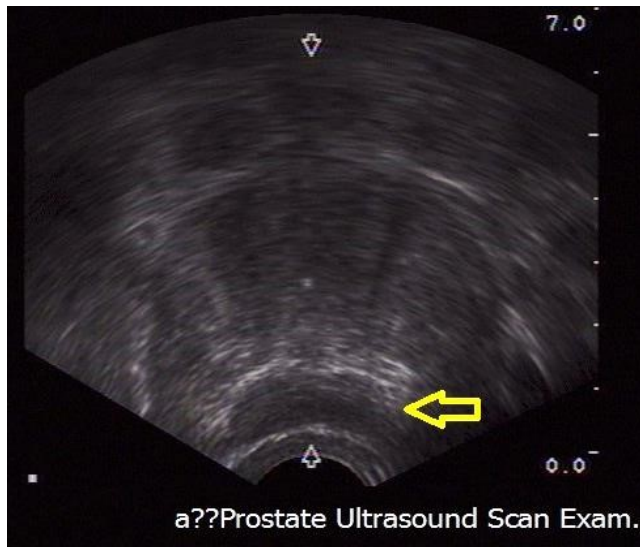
經直腸超音波顯示攝護腺中間偏又有個低迴音區域，經切片證實為攝護腺癌
